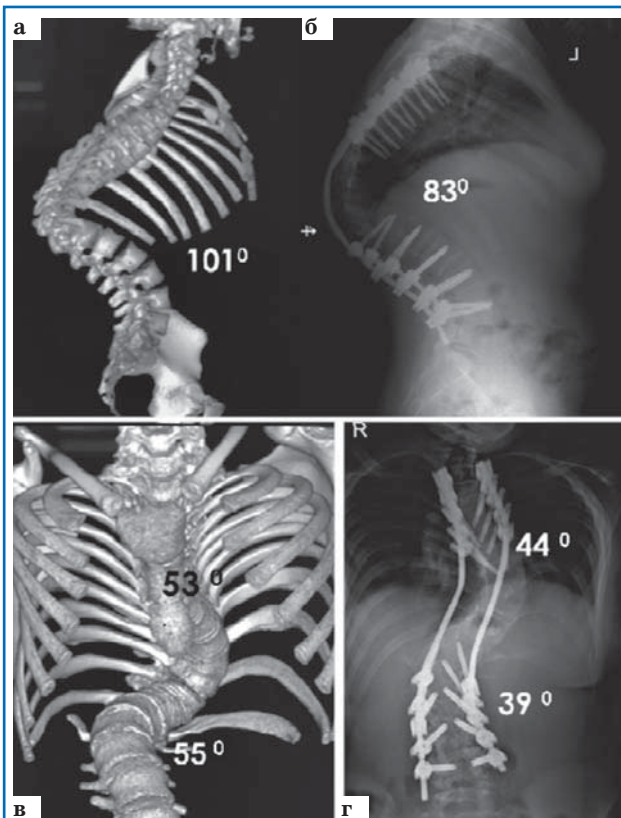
КТ позвоночника наблюдаемой пациентки до операции в боковой проекции (а): локальный кифотический компонент порядка 101° с вершиной на уровне Th11; послеоперационная боковая рентгенограмма позвоночника (б), коррекция кифотической деформации около 20° ; КТ позвоночника до операции в прямой проекции (в) – грудная дуга 53° , поясничная дуга 55° ; рентгенограмма позвоночника после операции в прямой проекции (г) – умеренная коррекция сколиоза.
